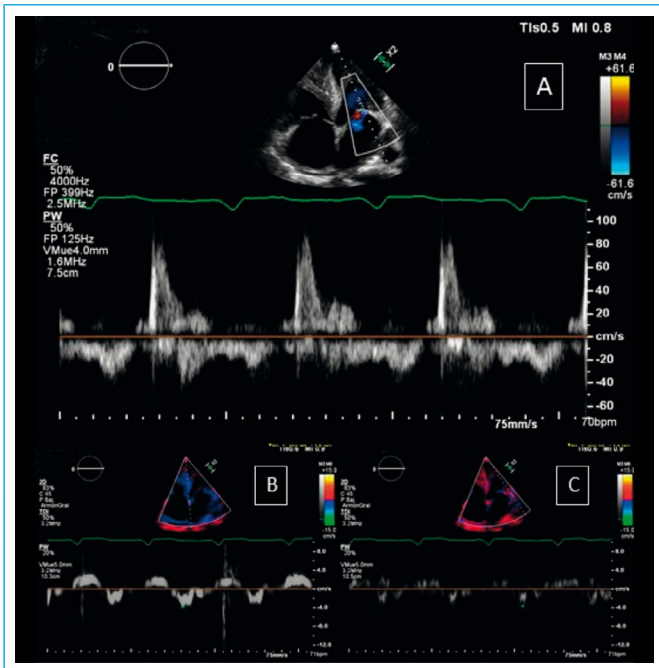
Doppler del flujo transmitral (A), Doppler tisular en el anillo septal (B) y lateral (C) de un paciente con ATTR. Se puede observar el acortamiento del tiempo de deceleración con una relación e/a > 2 y una disminución de la velocidad E' del Doppler tisular
